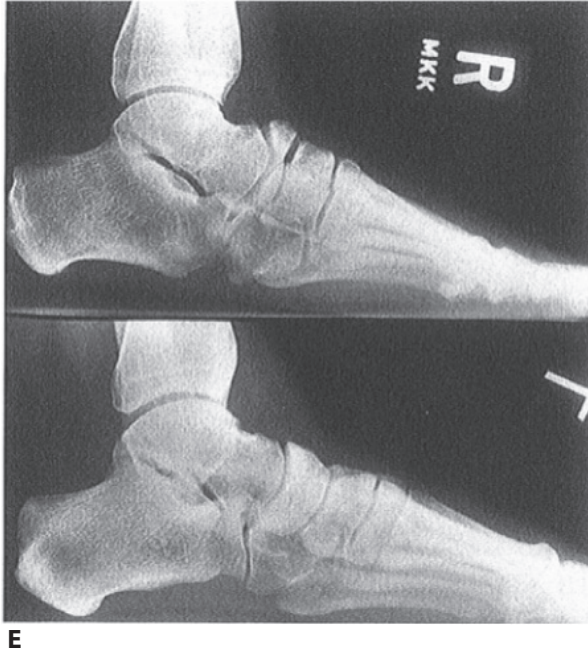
50G ve 50H Her iki ayağın ayakta dururken radyografisi. Kemiklerin dizilimi normal. Subtalar eklem sağ ayakta (G) normal değil.
